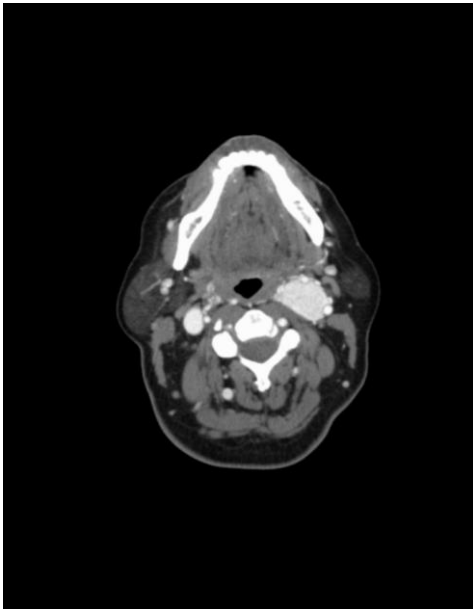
TC con proyección axial y administración de contraste intravenoso. Se visualiza lesión ovoideahipercaptante localizada entre ACI y ACE izquierdas. (Servicio de Radiodiagnóstico. Complejo Asistencial de Zamora)
